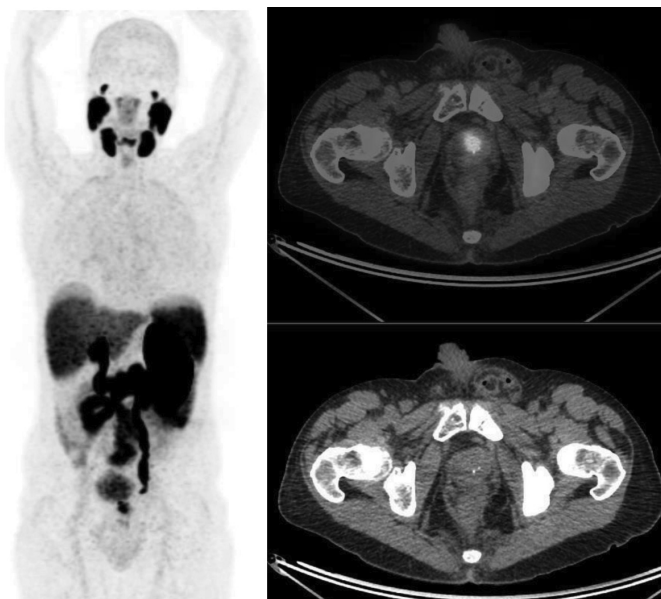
Рак передміхурової залози. ПСА = 16,2 нг/мл. Оцінка за шкалою Глісона (3 + 4). На ПЕТ/МРТ з  $^{68}\text{Ga}$ -ПСМА візуалізується підвищене включення РФП в проекції передньої частки передміхурової та семенних залоз (інвазія).
